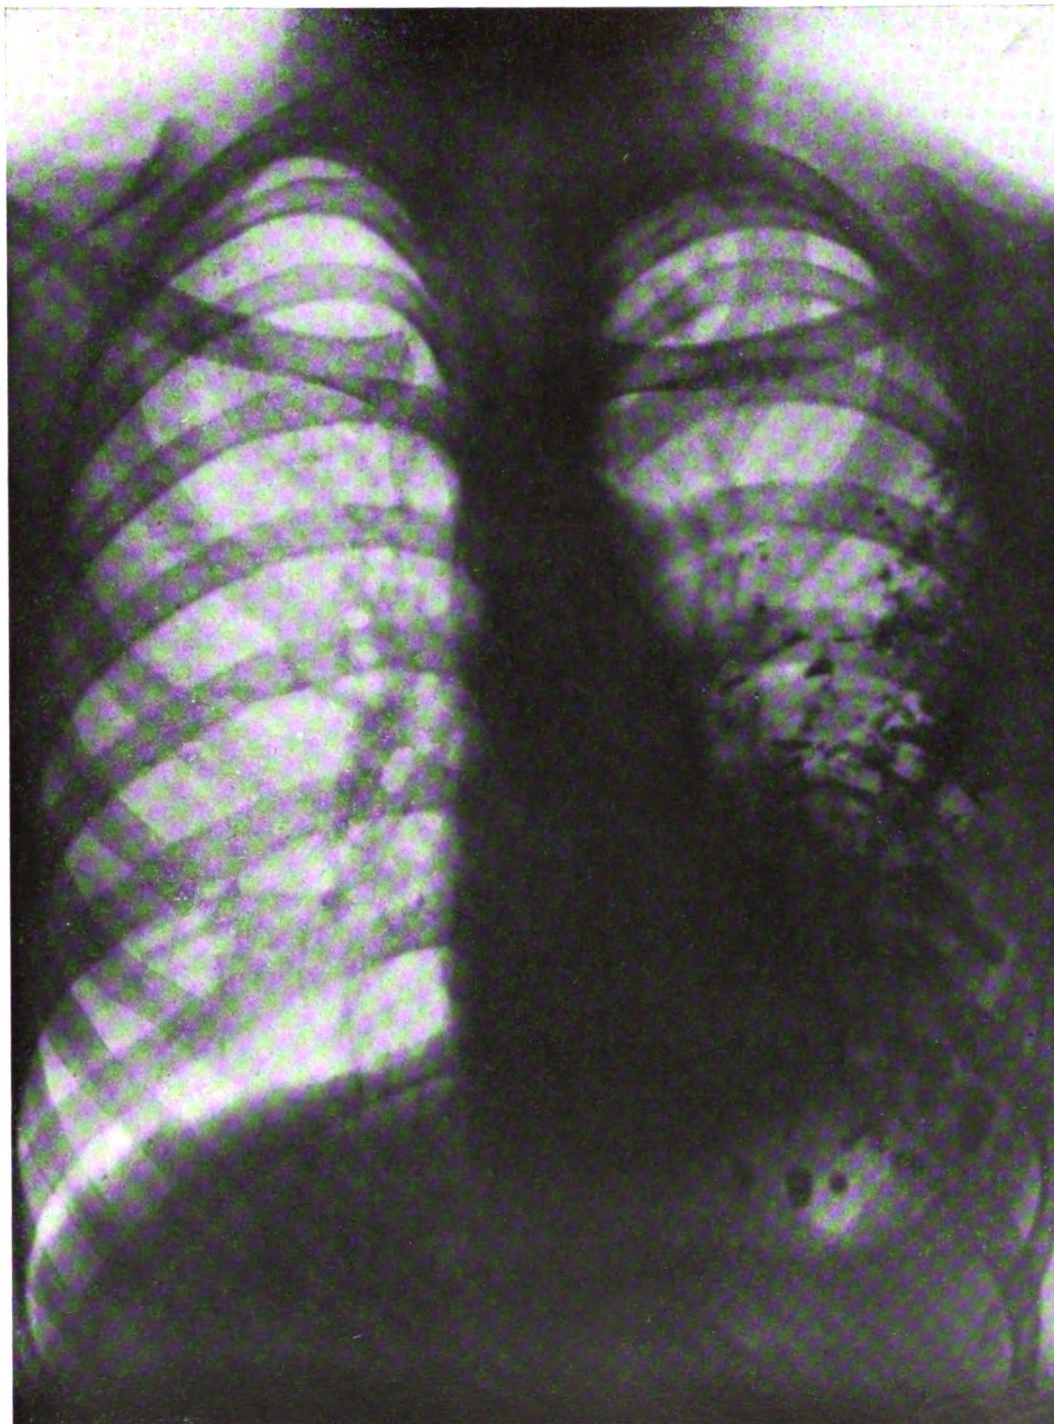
Radiographie du thorax. Vue antérieure. — Dilatations bronchiques.
